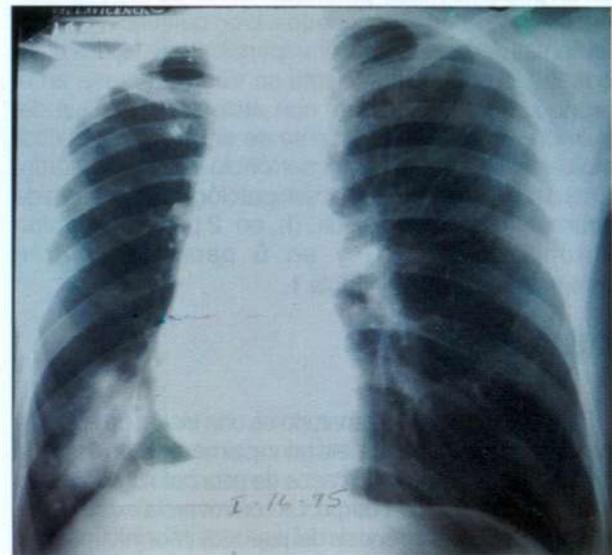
Radiografía de tórax. Masa parenquimatosa paracardiaca derecha. Perdida de volumen del lóbulo inferior.
